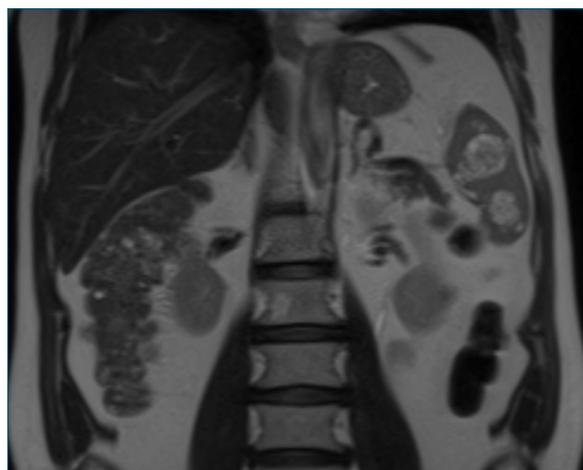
Resonancia magnética abdomen. Corte coronal. Lesiones esplénicas múltiples.
